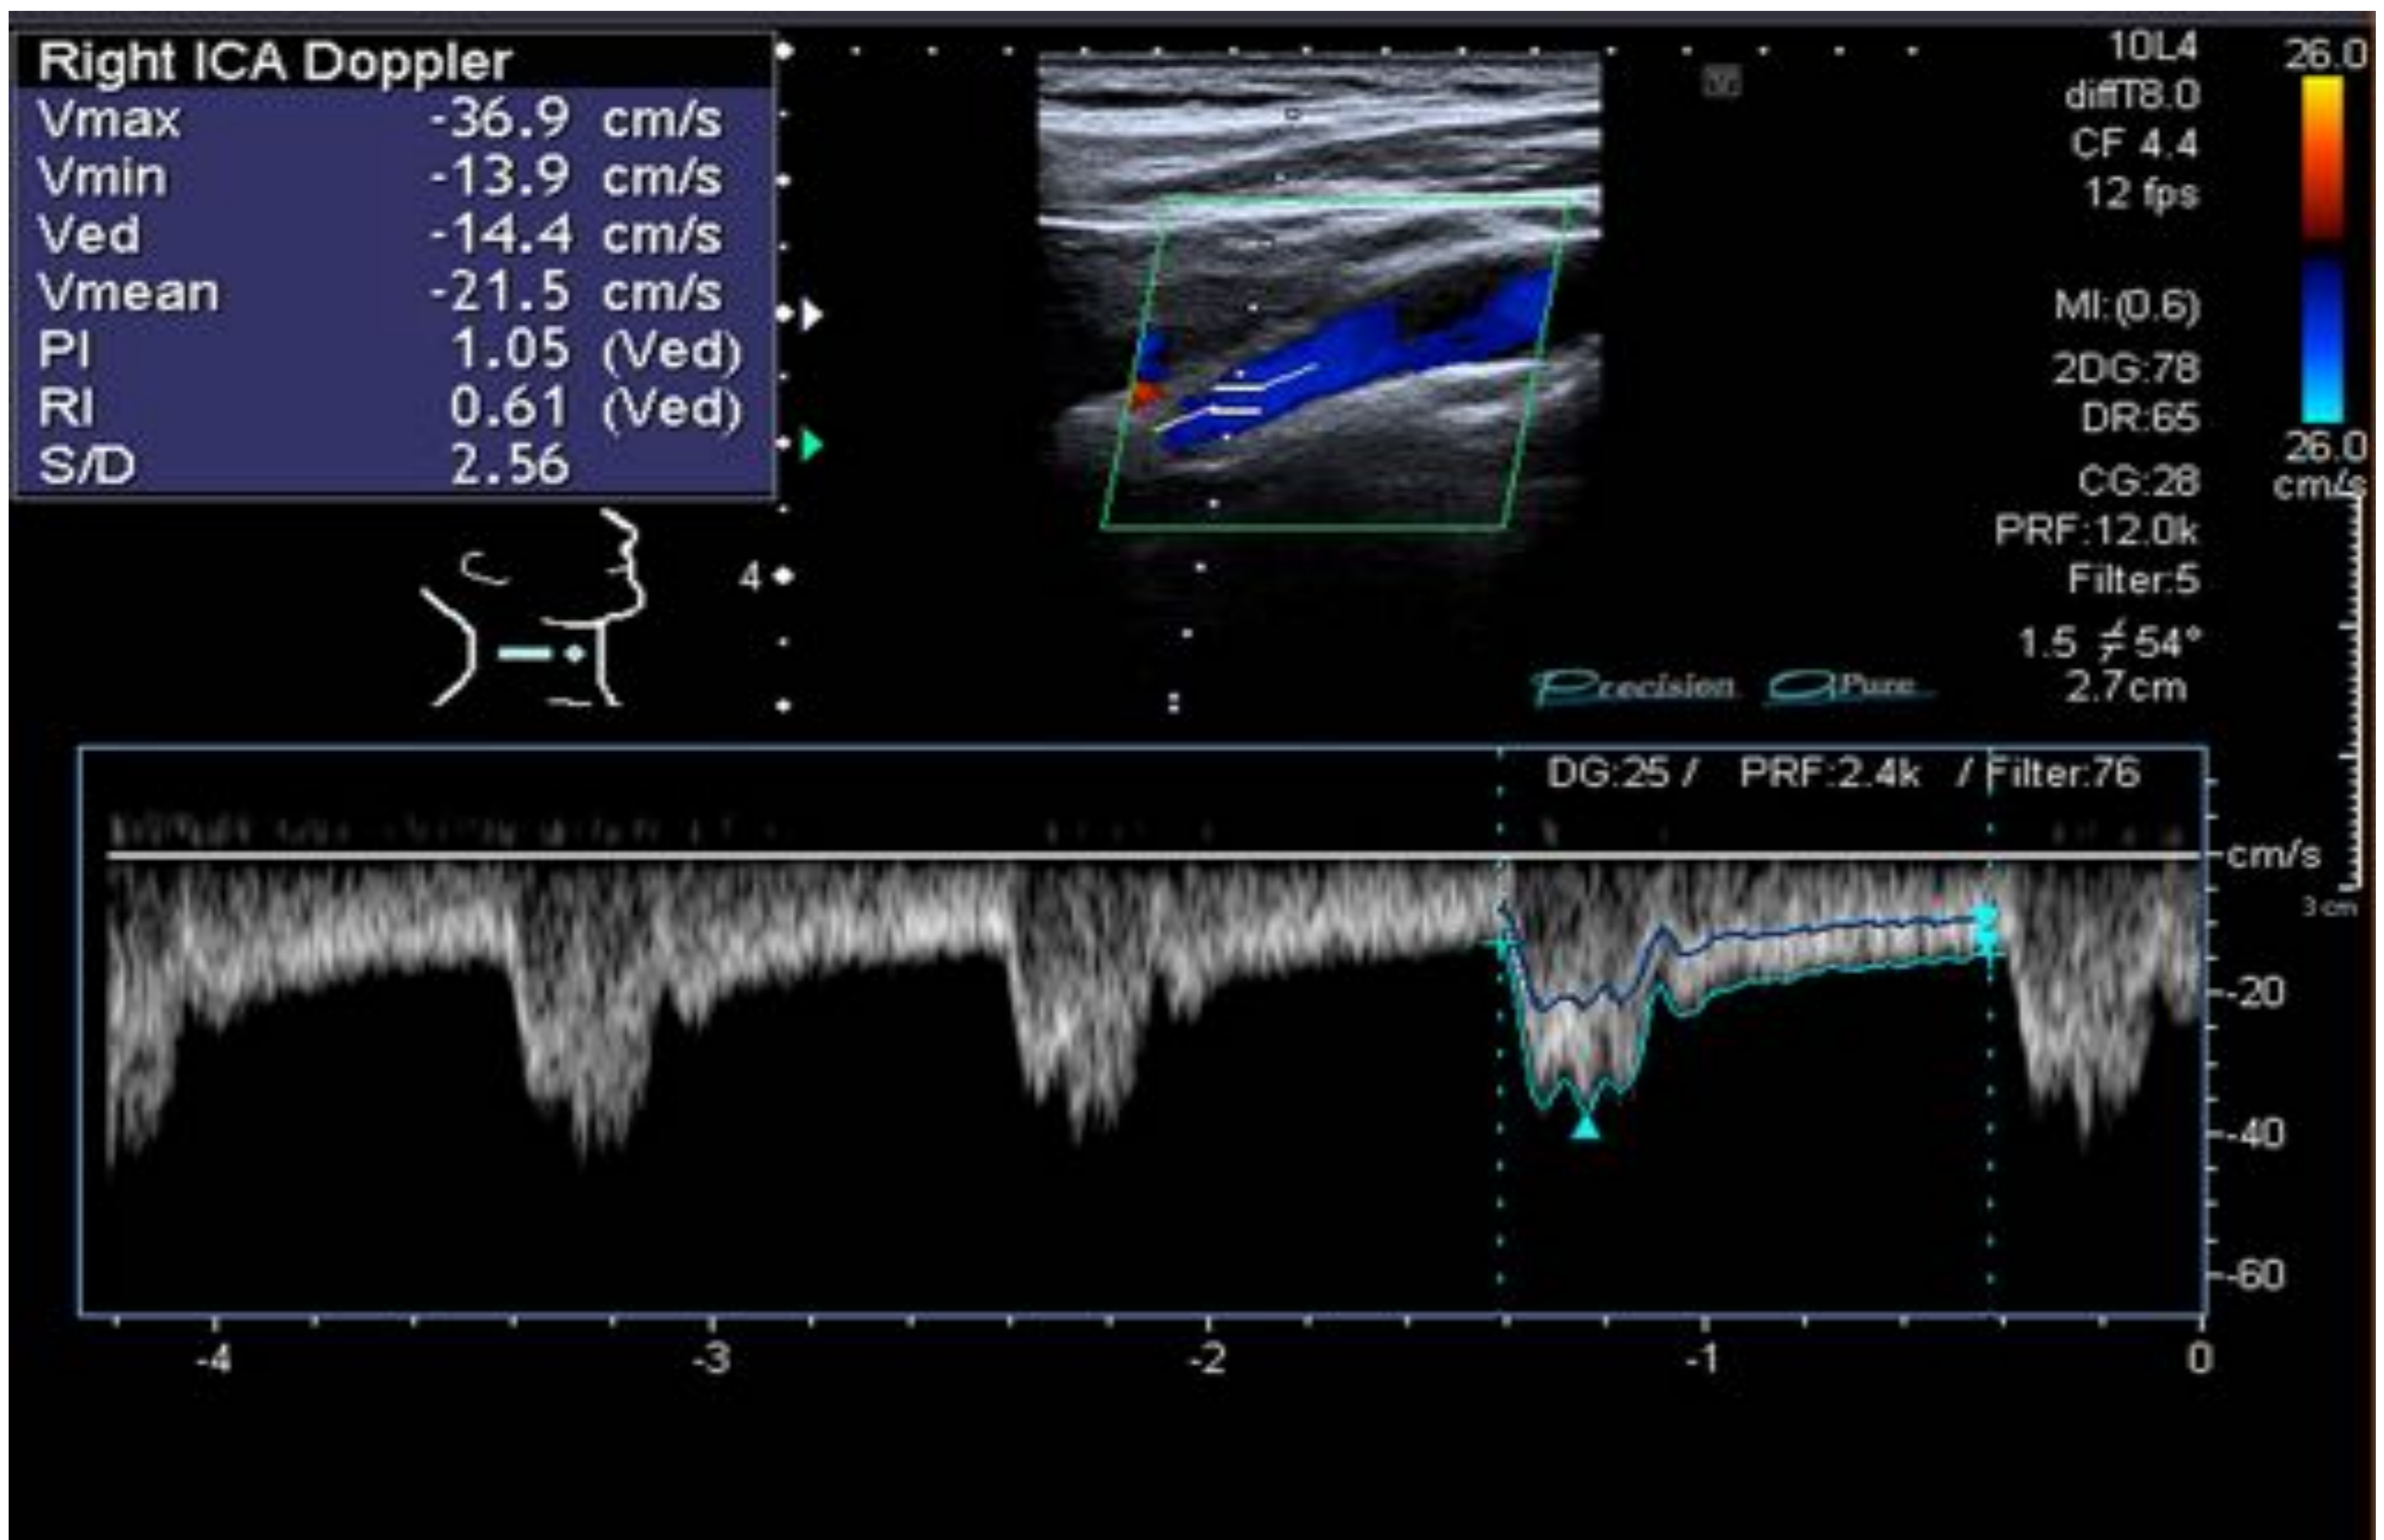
Ecografía troncos supraaórticos. Arteria carótida interna.
